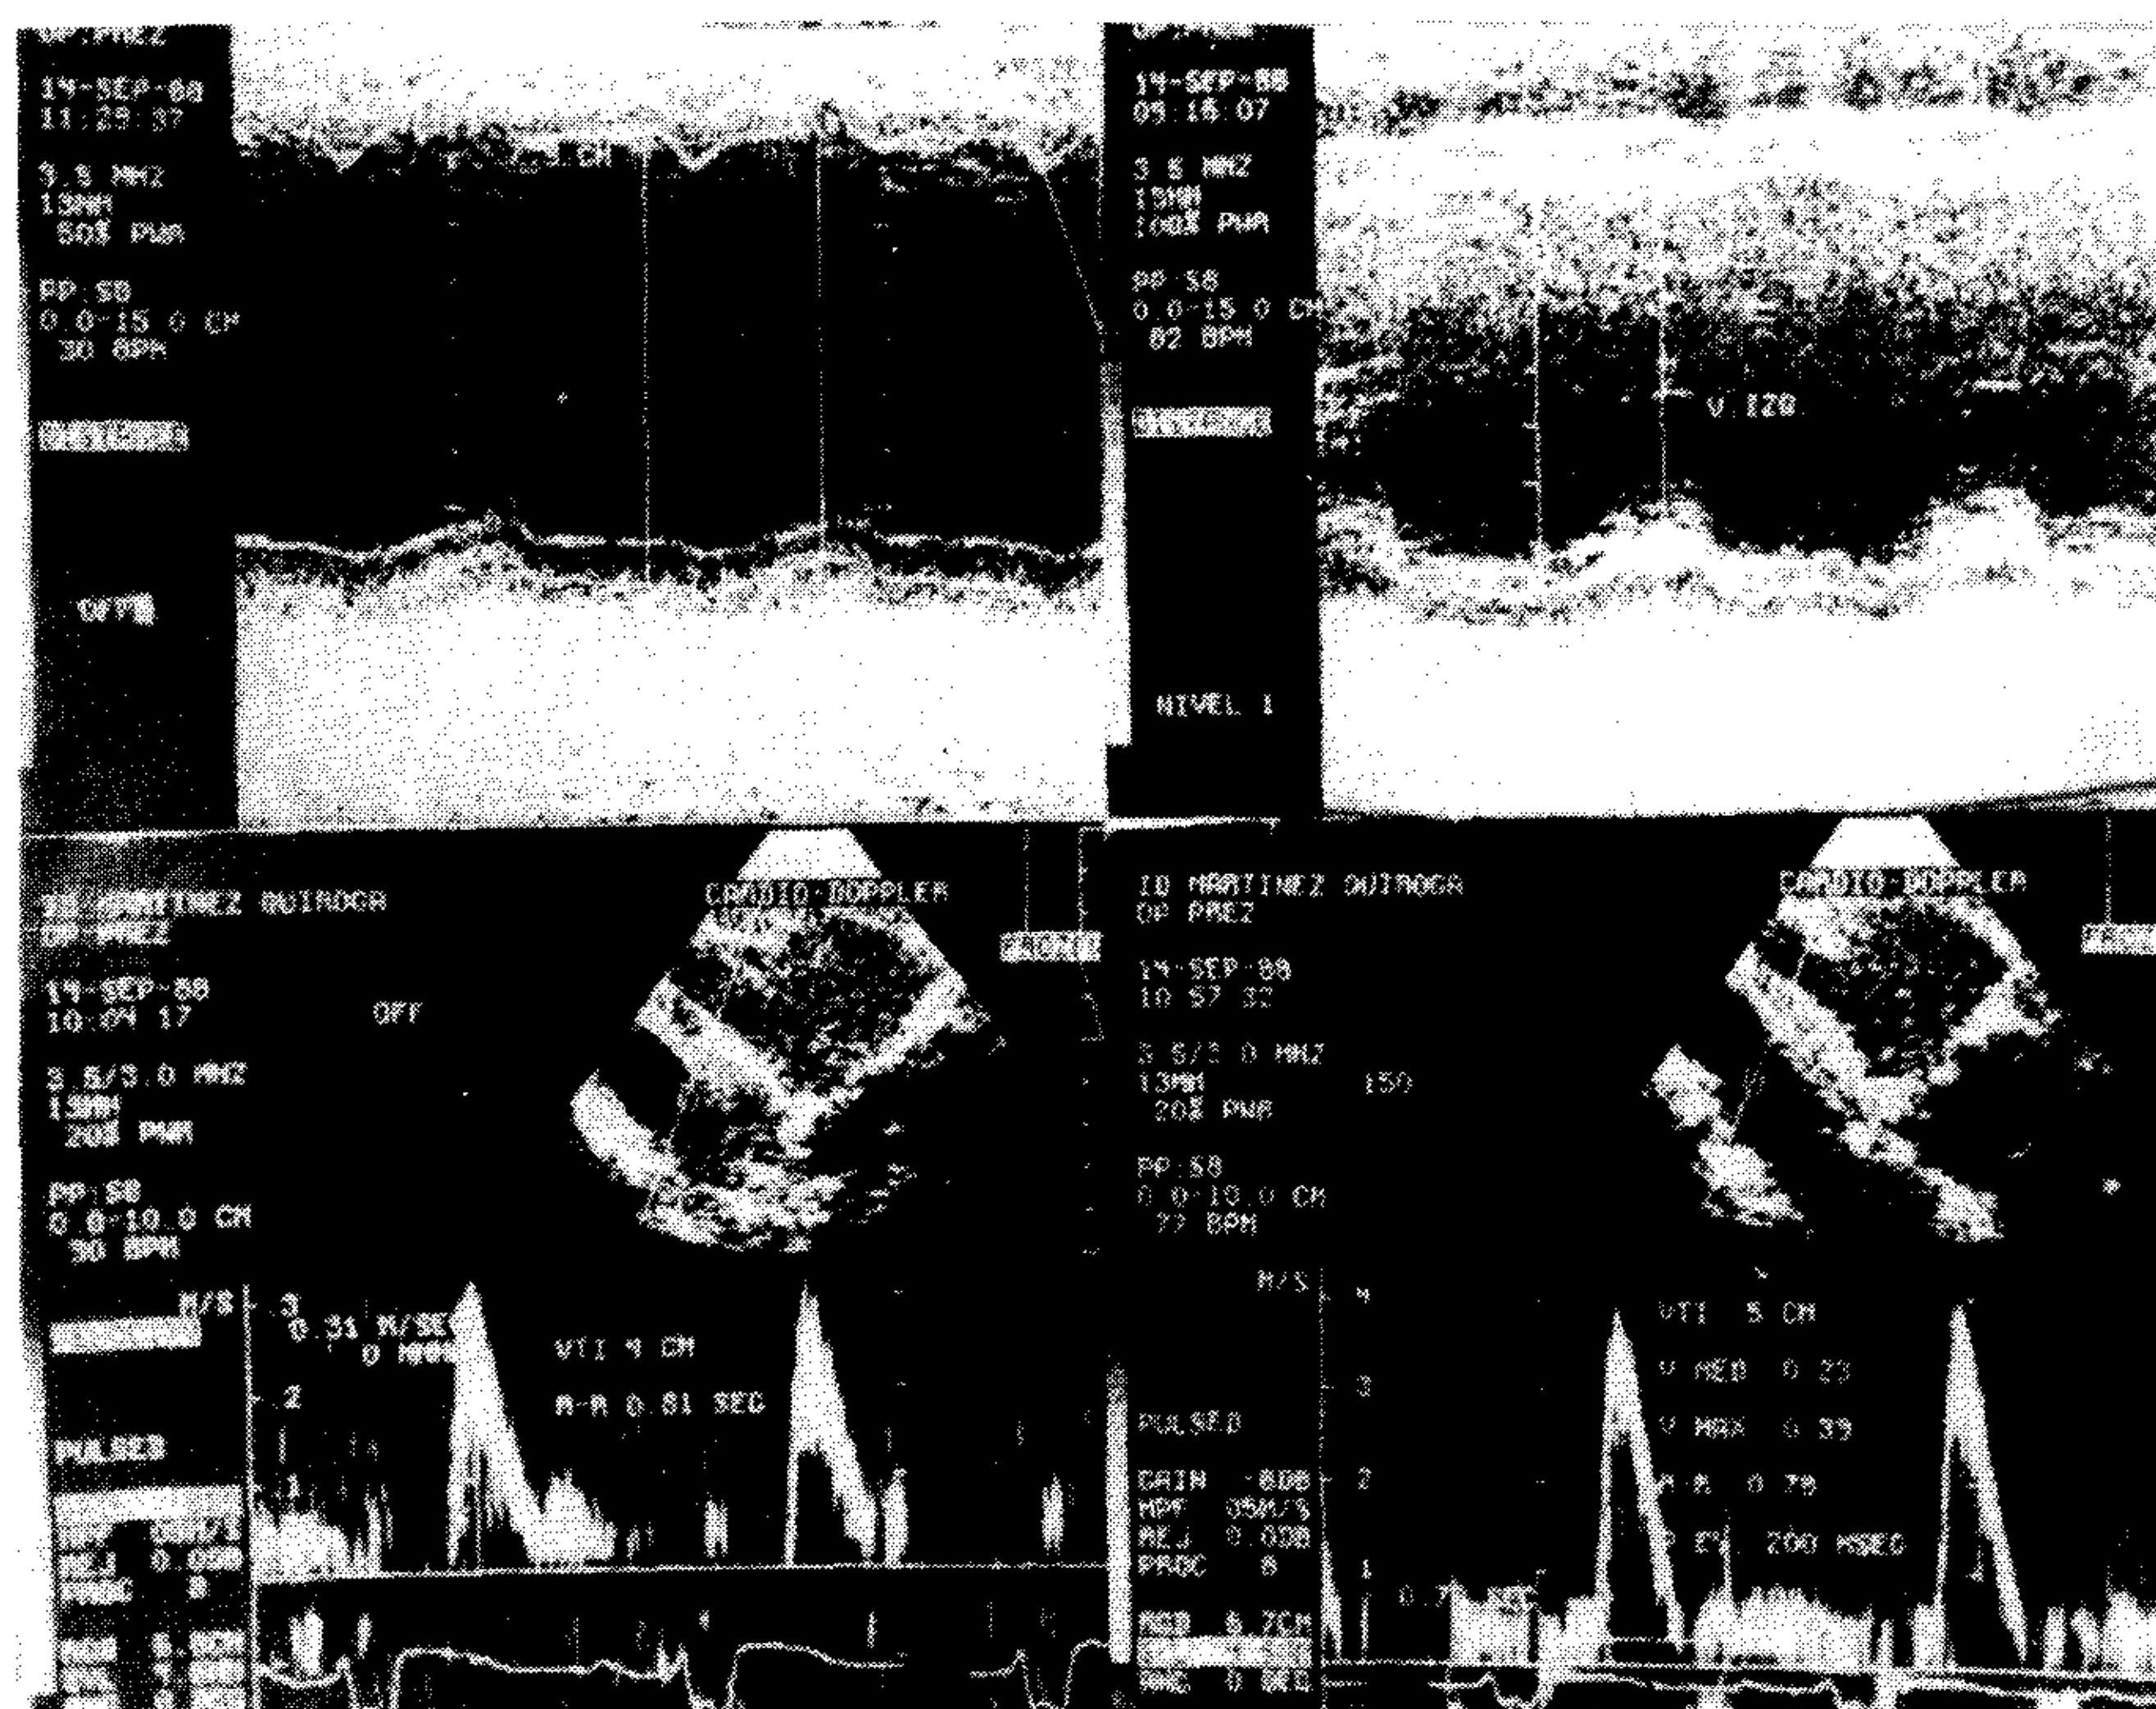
Panel de la izquierda: ecografía modo M y eco Doppler en raíz de aorta sin estimular el músculo esquelético. Panel de la derecha: los mismos registros con el músculo estimulado. Se observa la mejor contractilidad de la pared posterior de VI y el aumento de la V_{\max} y del VTI en el eco Doppler.
